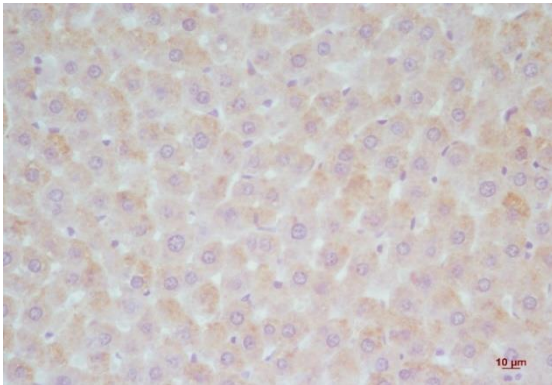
Niveles proteicos de Plin2 evaluados por inmunohistoquímica. Fotos representativas de hígados de crías de 140 días de edad A) hembra y B) macho proveniente del grupo control (CT), y C) hembra y D) macho proveniente del grupo de dieta con exceso de grasas saturadas (DGS), E) control negativo. Aumento: 1000X. F) Cuantificación densitométrica. \* $p < 0,05$  con respecto al control.  $n = 6$ . Test estadístico: Anova de dos factores, post-test Bonferroni. Dieta:  $P < 0,001$  Sexo: NS Interacción: NS
